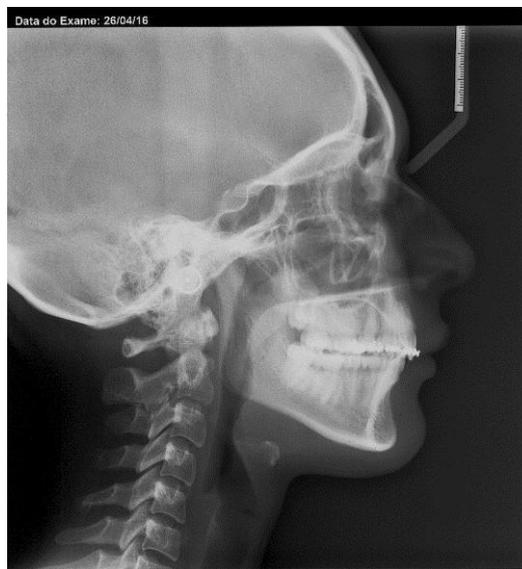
Radiografia cefalométrica lateral pós-tratamento.
